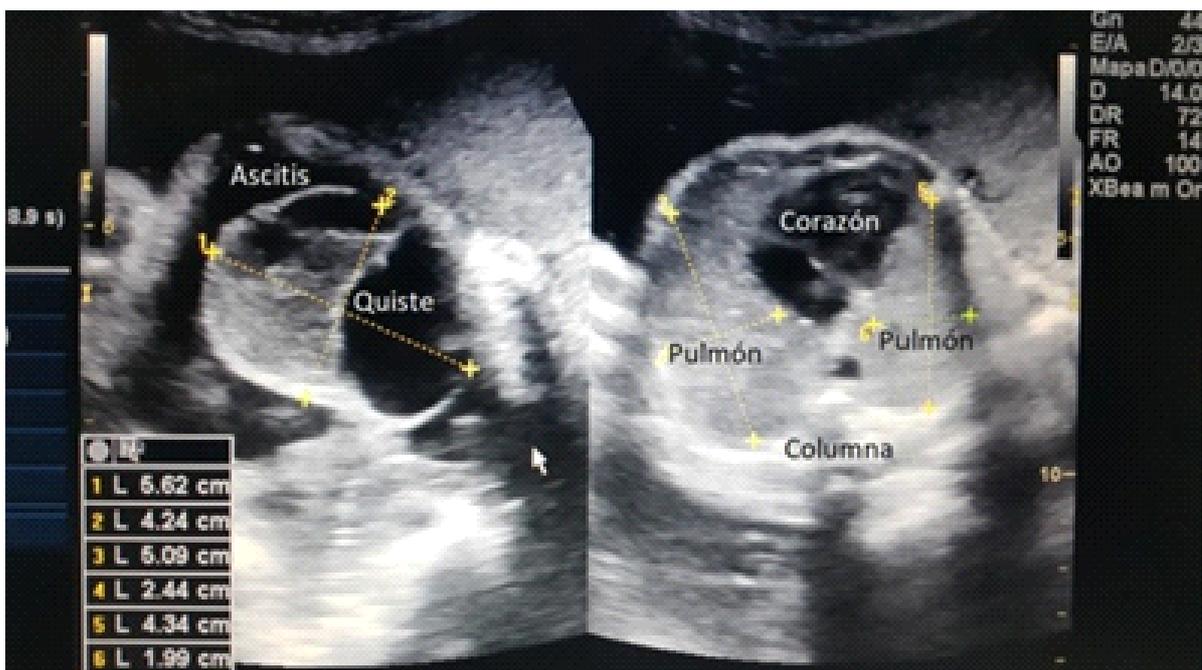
Ecografía obstétrica posterior a la punción, se visualiza reducción del tamaño del quiste, disminución de la ascitis y aumento de tamaño de los pulmones fetales.
